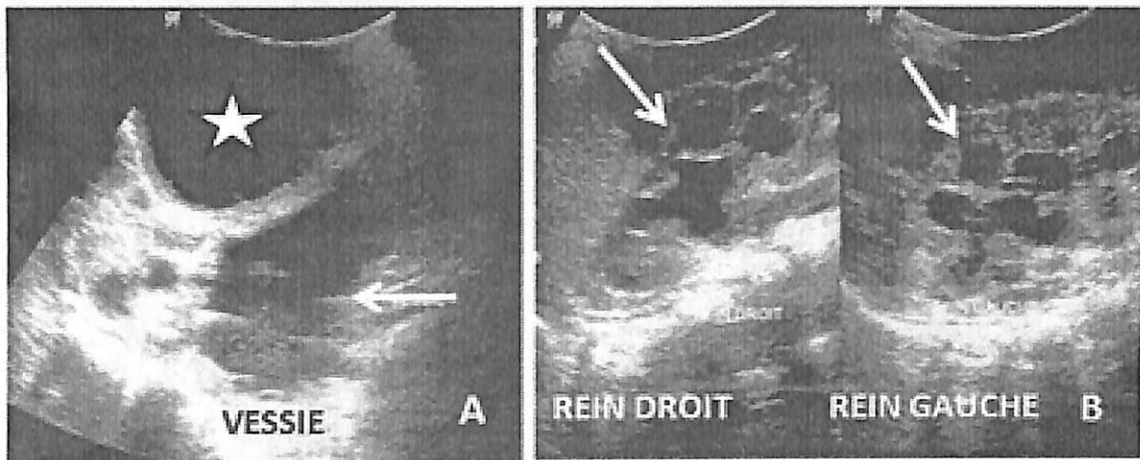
Exploration échographique de l'appareil urinaire décrivant une obstruction du haut appareil urinaire caractérisé par une hydronéphrose bilatérale de stade II (B, flèches) en rapport avec une masse pelvienne impure à paroi mince et régulière étiquetée d'abcès mesurée à 50 mm x 49 mm (A, étoile) comprimant une vessie normale (A, flèche) chez un nourrisson de 10 mois.
